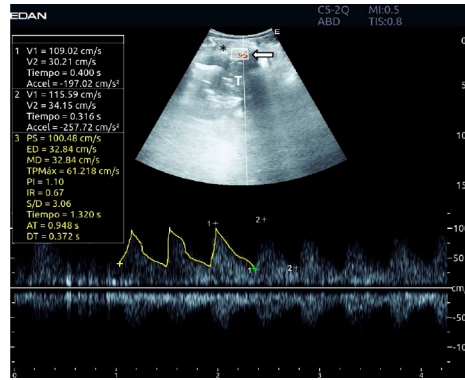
Tumor de células escamosas con engrosamiento pleural mayor a 10 mm y análisis con Doppler espectral.
